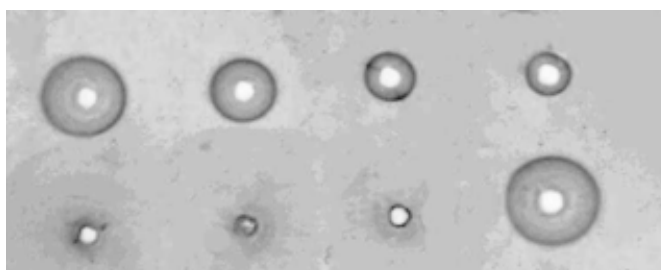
Радиальная иммунодиффузия по Манчини на Ф
